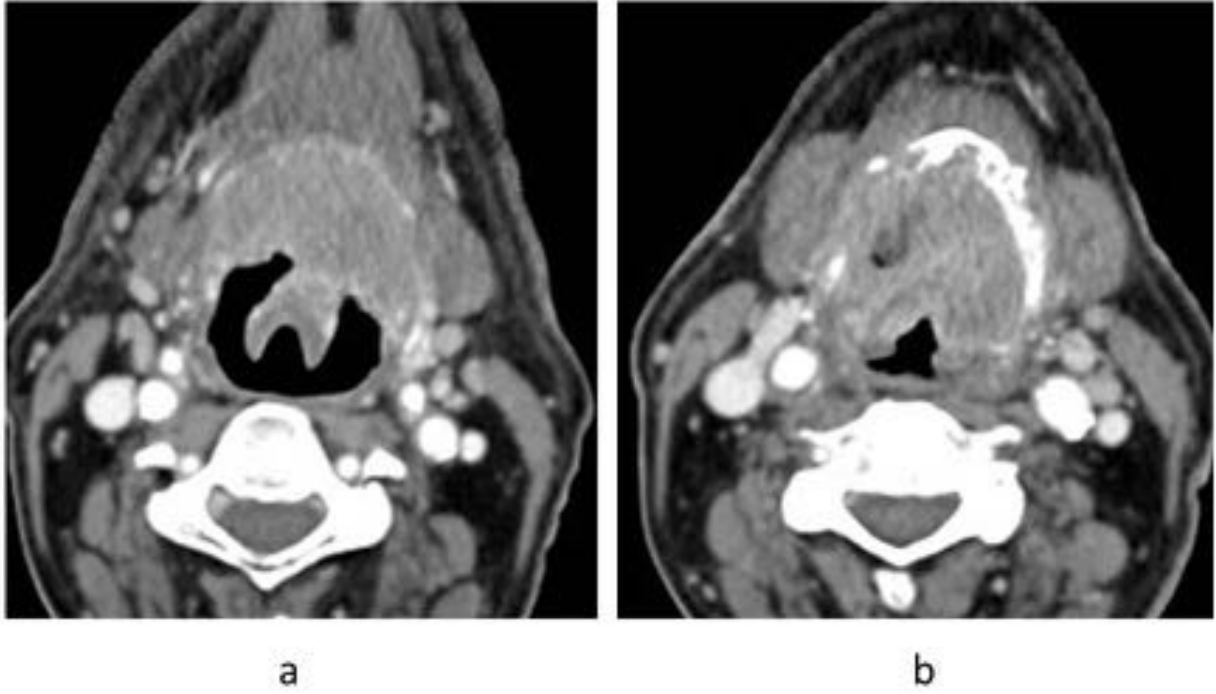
Esclerosis del cricoides y del aritenoides homolateral secundaria a infiltración tumoral en dos casos (primero a y b) (segundo c y d), en TC.
